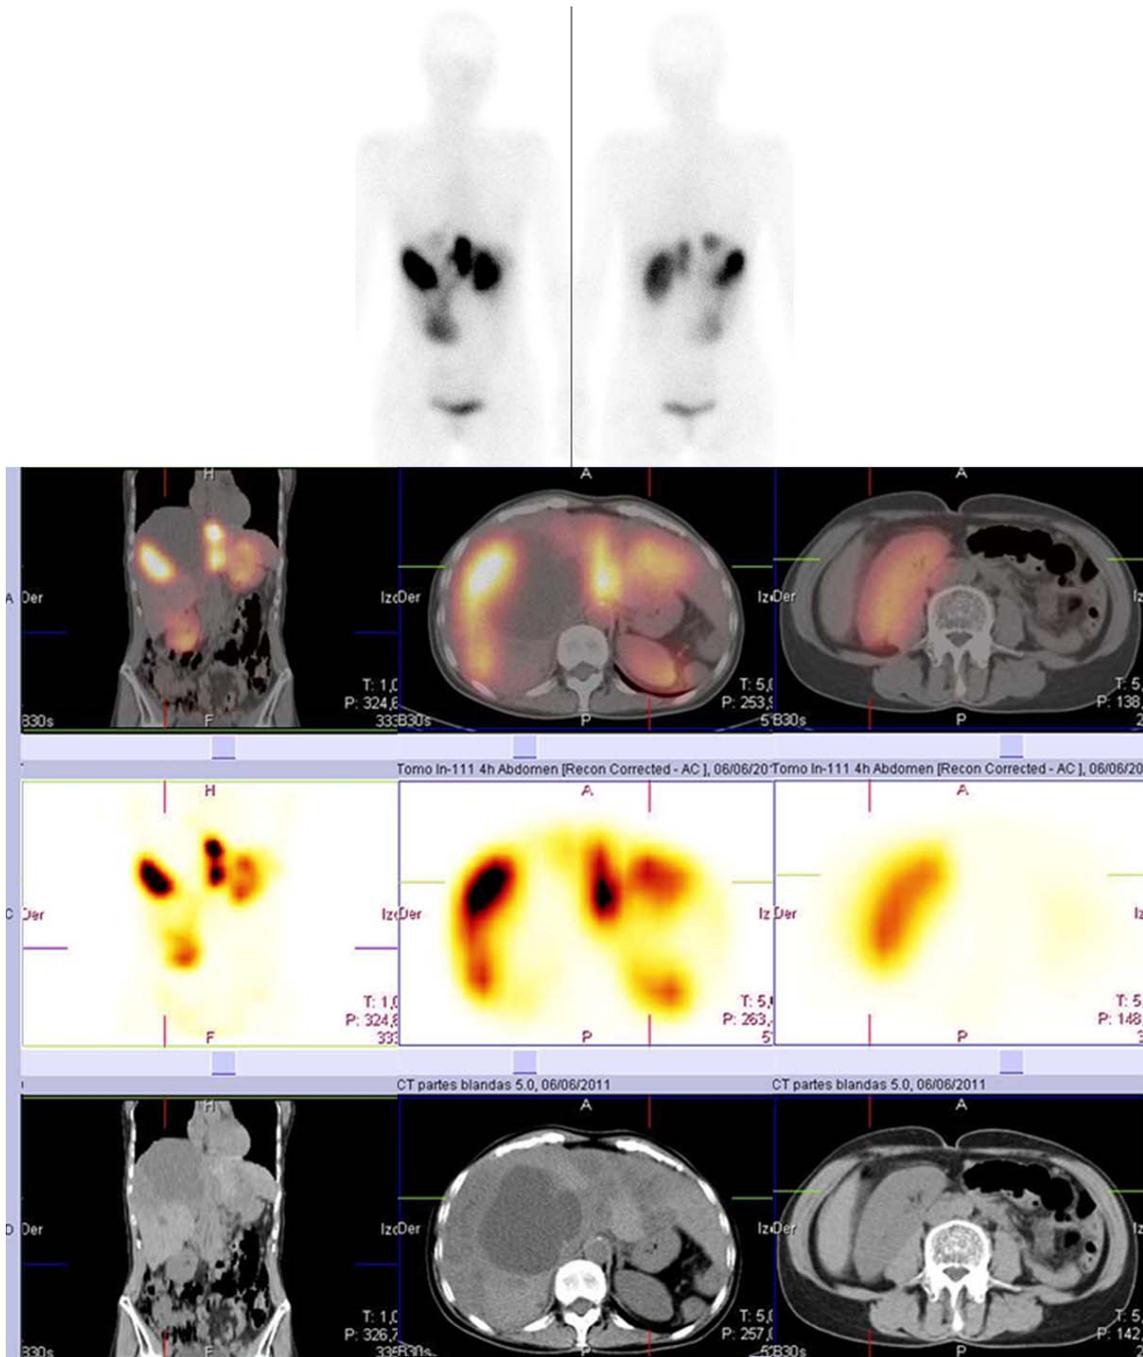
Paciente con tumor neuroendocrino pancreático no funcionante bien diferenciado (grado 1) tratada con esplenopancreatectomía corporocaudal en 2006. La paciente presentó una recidiva con múltiples metástasis hepáticas en el estudio de control realizado en 2007. La paciente presenta actualmente una hepatomegalia (debida a la presencia de grandes quistes simples y metástasis) que desplaza ambos riñones, especialmente el riñón derecho que se encuentra localizado en el abdomen inferior y muy horizontalizado (focos 66, 67, y 68). Debido a la extraña morfología de las lesiones hepáticas y al desplazamiento del riñón derecho hacia el abdomen inferior resulta difícil interpretar las imágenes de la gammagrafía convencional. En este caso el SPECT/CT es de gran ayuda para entender la compleja anatomía de esta paciente.
